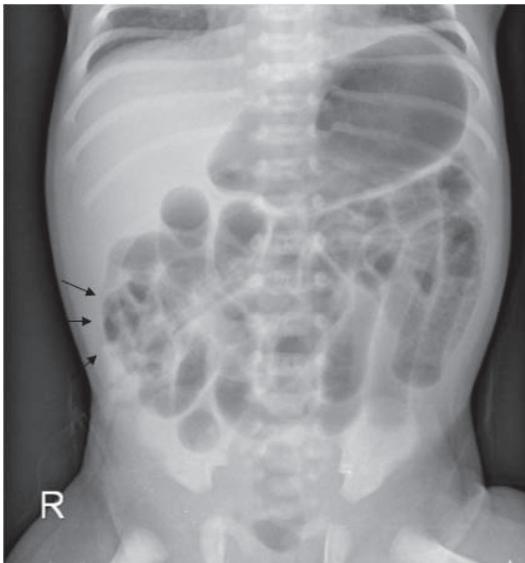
A 3-day old male, plain abdominal x-ray shows multiple dilated bowel loops with soap-bubble appearance (arrows) in the right lower quadrant, the so-called meconium ileus pattern.
